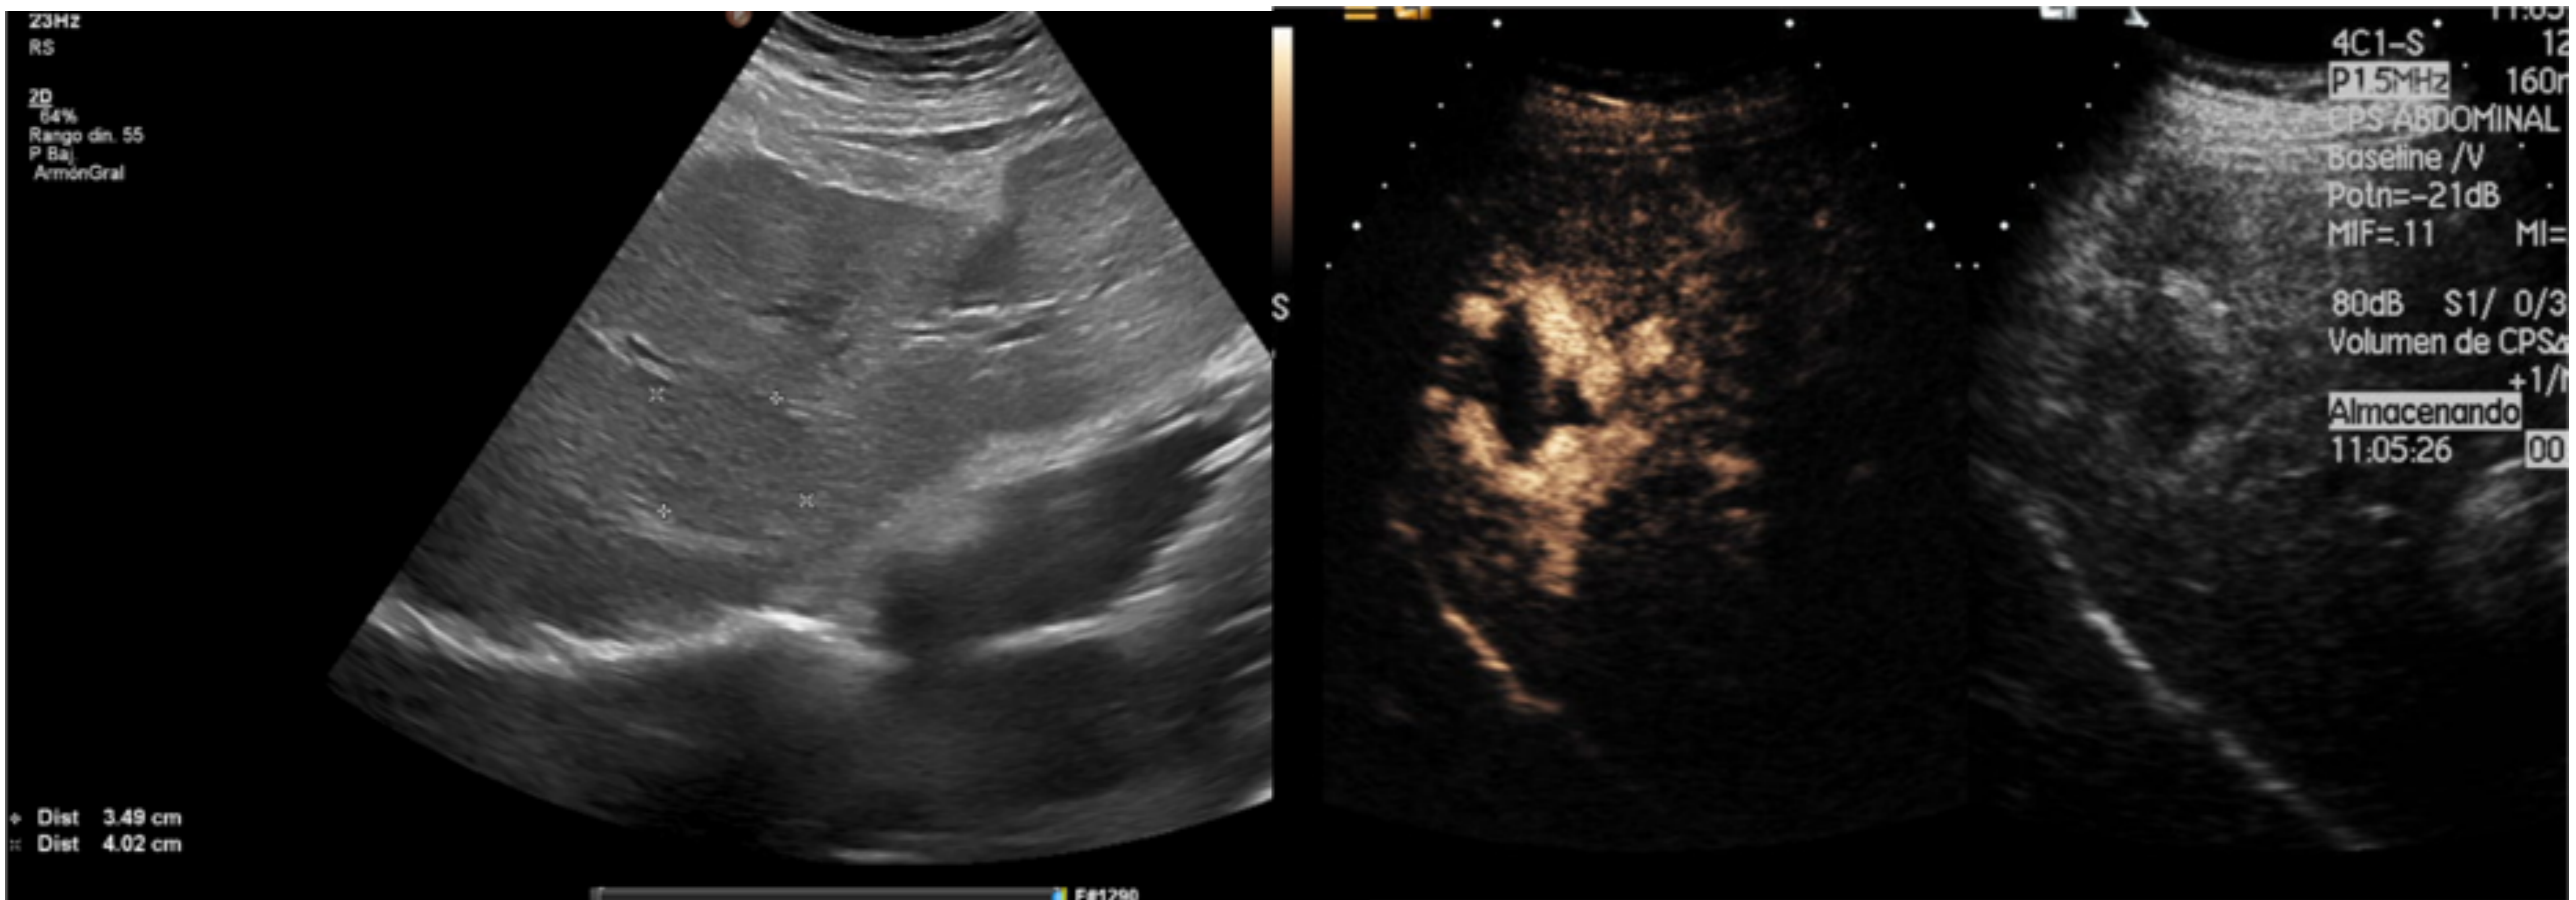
Masa hepática ligeramente hipoeoica respecto al parénquima hepático de hasta 40 mm en paciente cirrótico. La categoría 3 recomienda completar estudio con otras técnicas. Se adjuntan imágenes posteriores del mismo paciente de ecografía con contraste (CEUS), con una captación nodular periférica característica de hemangioma hepático. La imagen ahora se corresponde con la categoría US-1 en próximos controles.
